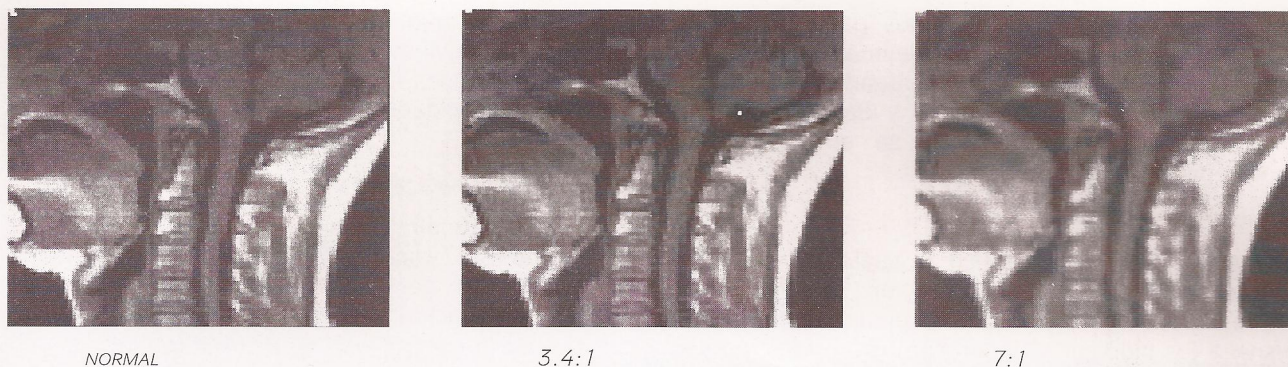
Acercamiento de un segmento de imagen de resonancia magnética nuclear tomada en modo normal, y con compresión de 3.4:1 y 7:1. Después de una cierta tasa de compresión irreversible, los errores en la cuantificación son muy visibles.
